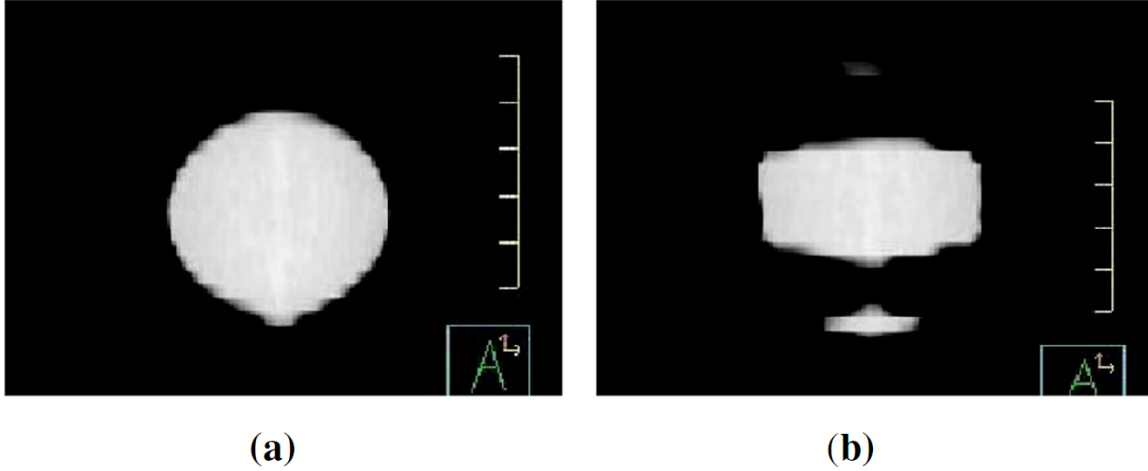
Coronal views of CT scans of a static sphere (a) and a sinusoidally moving sphere (b) (2-cm range of motion and a 4-second period). [Reproduced from reference 56: S. S. Vedam, P. J. Keall, V. R. Kini, H. Mostafavi, H. P. Shukla, and R. Mohan, “Acquiring a four-dimensional computed tomography dataset using an external respiratory signal,” *Phys Med Biol* 48(1):45–62, Figure 1. © 2003, with permission from IOP Publishing Limited.]
